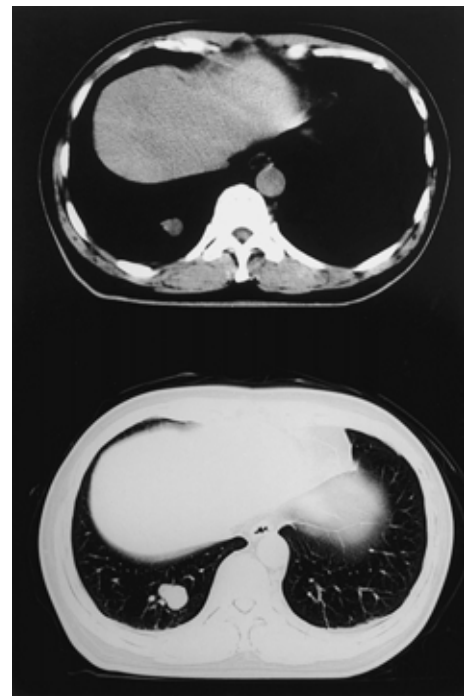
Chest CT films (Patient 2) showing a nodular shadow in the right S10.
